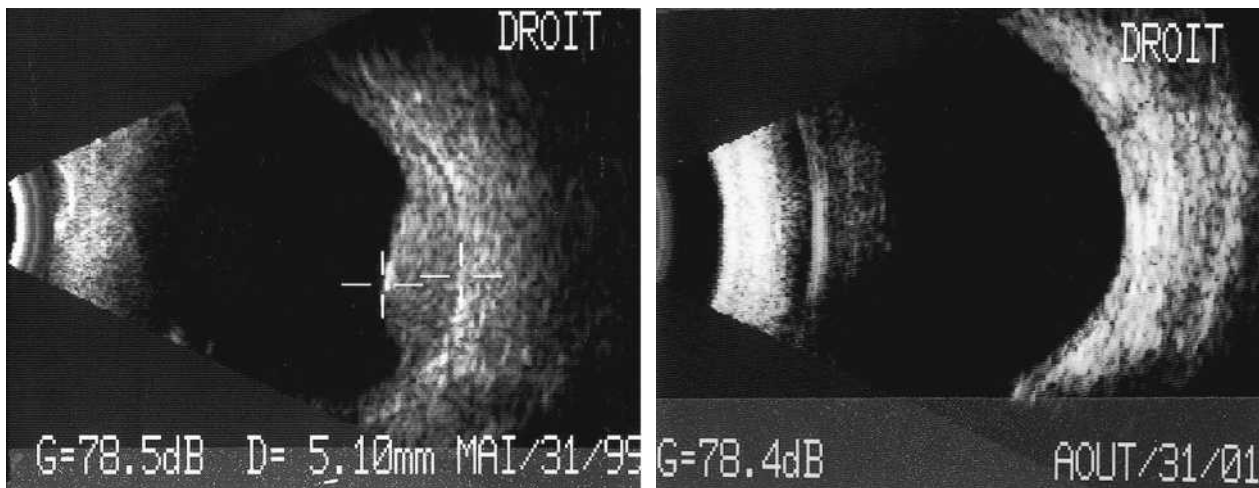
Même patient qu'à la fig. 14-18. Échographie avant (a) et après (b) protonthérapie.
